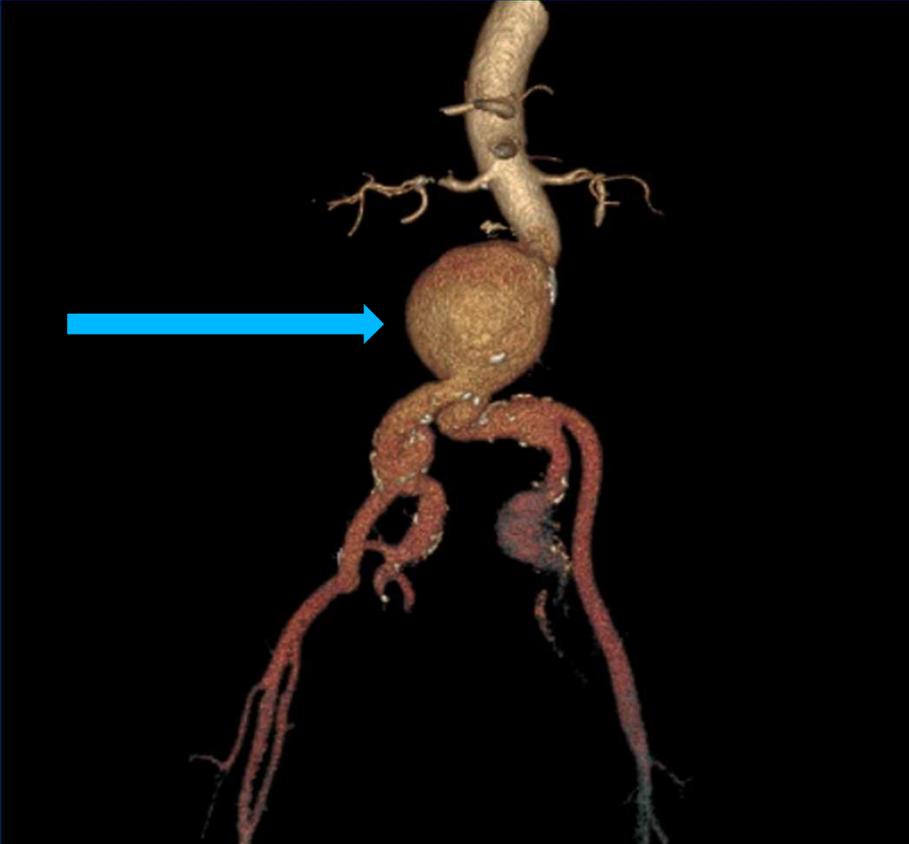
A) Índice de tortuosidad art. Iliaca (< a 1,25 es óptimo). B) Ángulo de la art. Iliaca. Radiographics March-April 2015.
